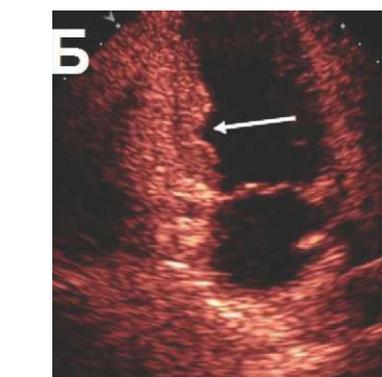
Эхокардиограммы больного Э. в двухкамерной позиции от верхушки сердца:
